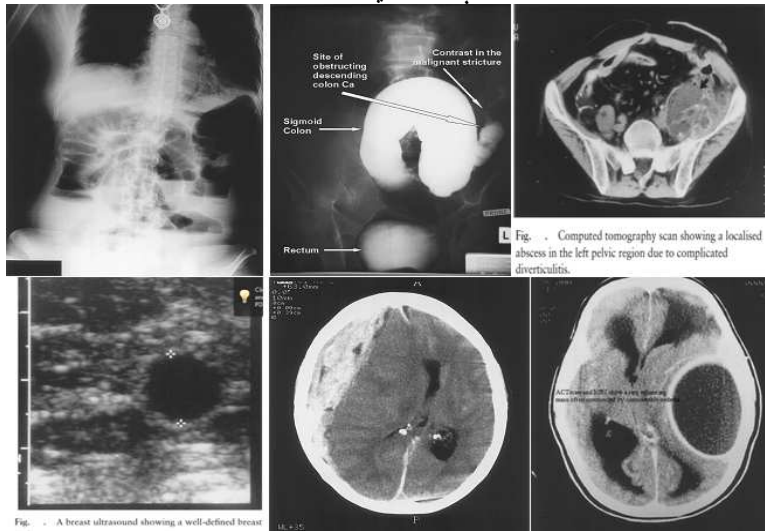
A breast ultrasound showing a well-defined breast
